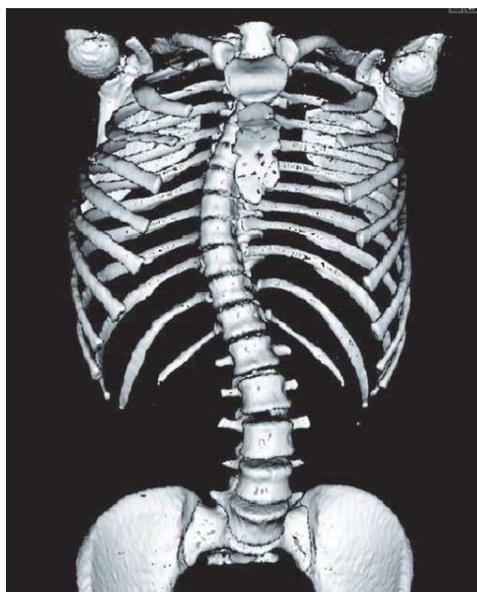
Ricostruzione 3D della colonna vertebrale di un soggetto con scoliosi ottenuta a partire da sezioni TAC multiple (Da De Visser et al, Interactive image manipulation for surgical planning, Med J Aust 2011)
